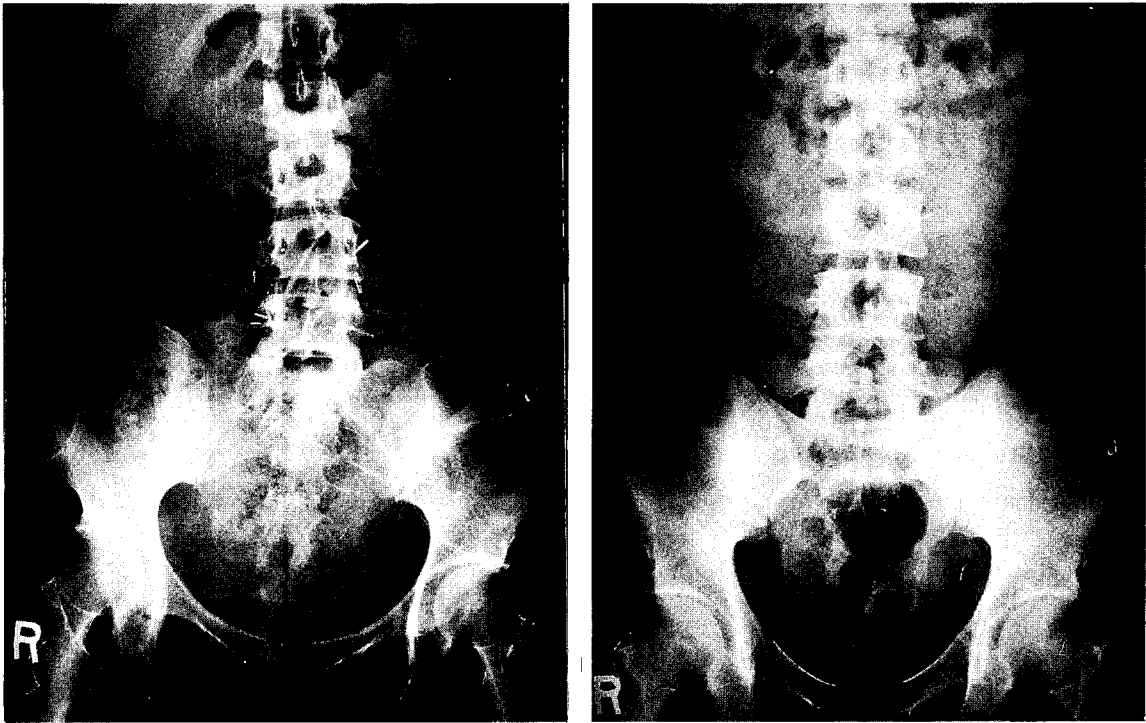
Postop simple abdomen X-rays show hemoclips at L4 level on right side and L3 level on left side.
